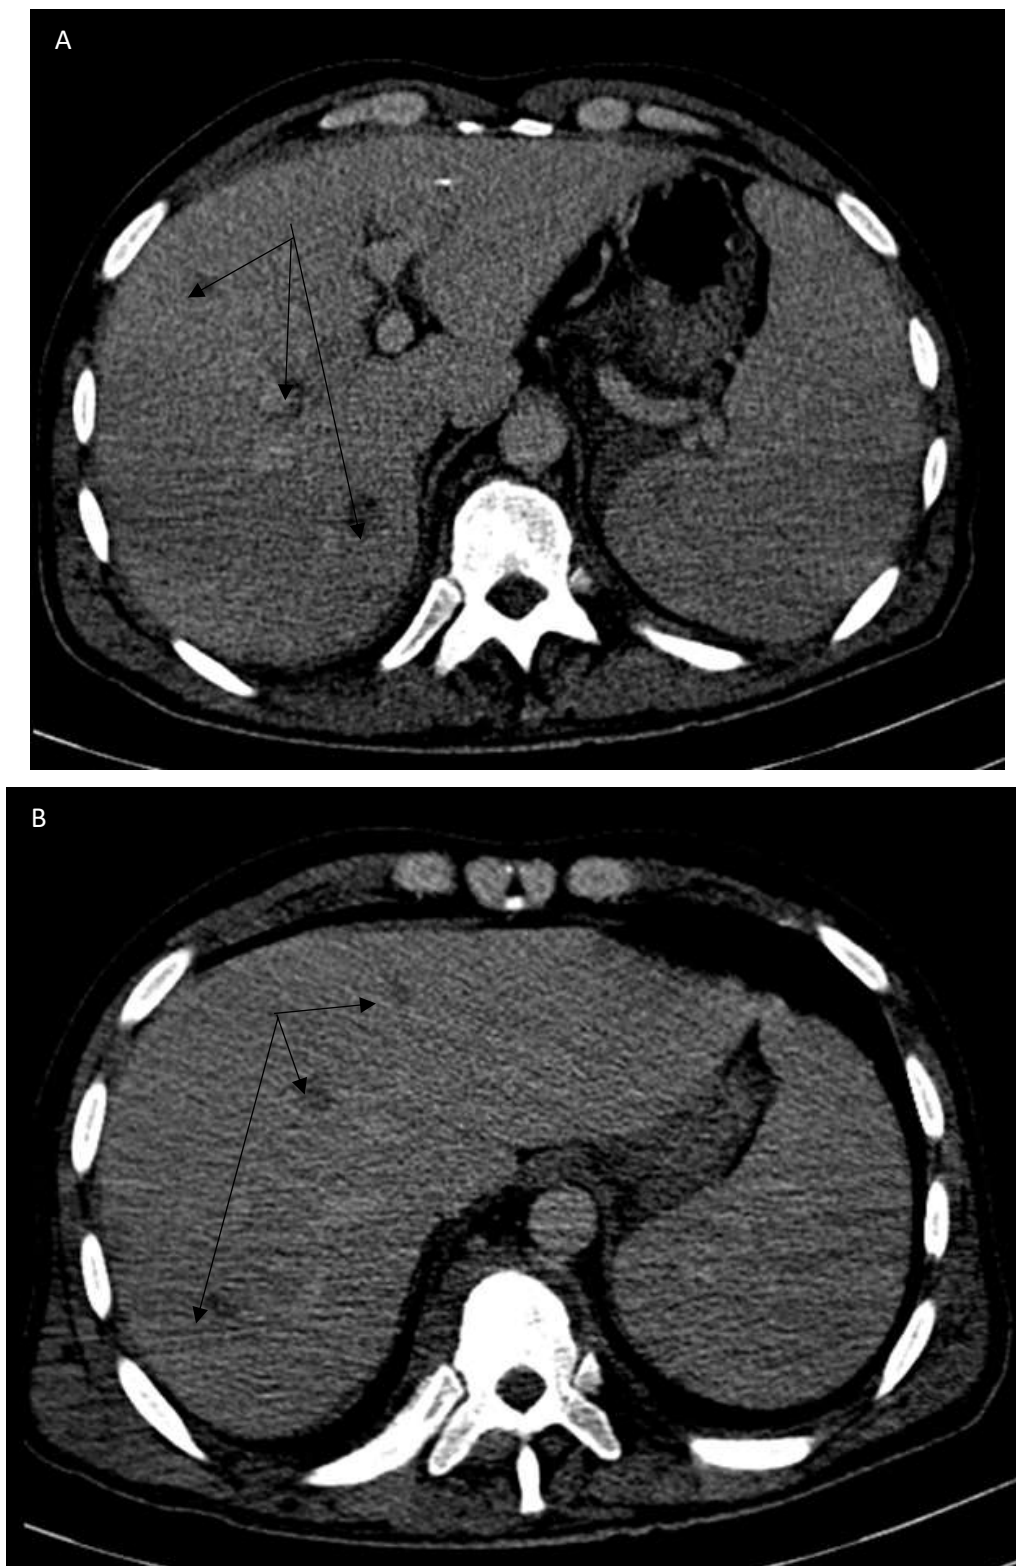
TDM abdominale , coupes axiales : présence de multiples lésions nodulaires hypodenses hépatiques intéressant les différents segments hépatiques et spléniques, associées à une hépatosplénomégalie.
